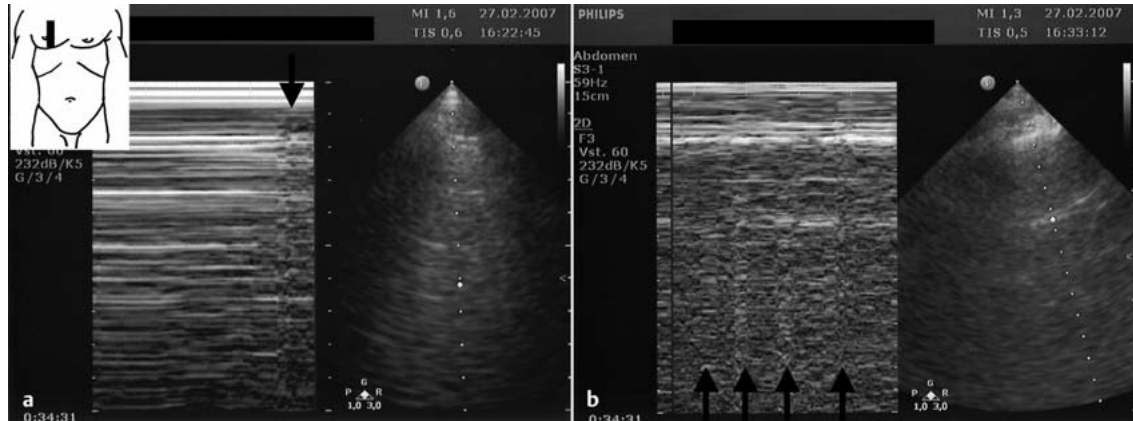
a und b Der sonografische Nachweis eines Lungenpunktes im M-Mode gilt als sicheres Zeichen für die Diagnose eines Pneumothorax. Im M-Mode werden auf einfache Weise bei In- und Deflation die Pleurabewegungen der Lunge der Pleura visceralis dokumentiert. a Pneumothorax. Pleurabewegungen der Pleura visceralis sind aufgehoben, wenn Luft im Pleuraspalt ist. Dies führt zur linienhaften Darstellung („Stratosphären-Zeichen“). Der Lungenpunkt (Pfeil) markiert den Übergang vom Pneumothorax zur anliegenden Pleura. b Normalbefund nach Entlastungspunktion. Pleurabewegungen nachweisbar („Sea-shore“-Zeichen, granuliert Darstellung). Außerdem ist ein regelmäßiger Lungenpuls (Pfeile) zu erkennen, welcher durch die Pulsation des Herzens entsteht und ebenso regelmäßig im M-Mode nachweisbar ist. Der Nachweis schließt einen Pneumothorax aus. (Die Abbildung wurde von Dr. M. Rudolph, Klinikum Karlsruhe, zur Verfügung gestellt.)
